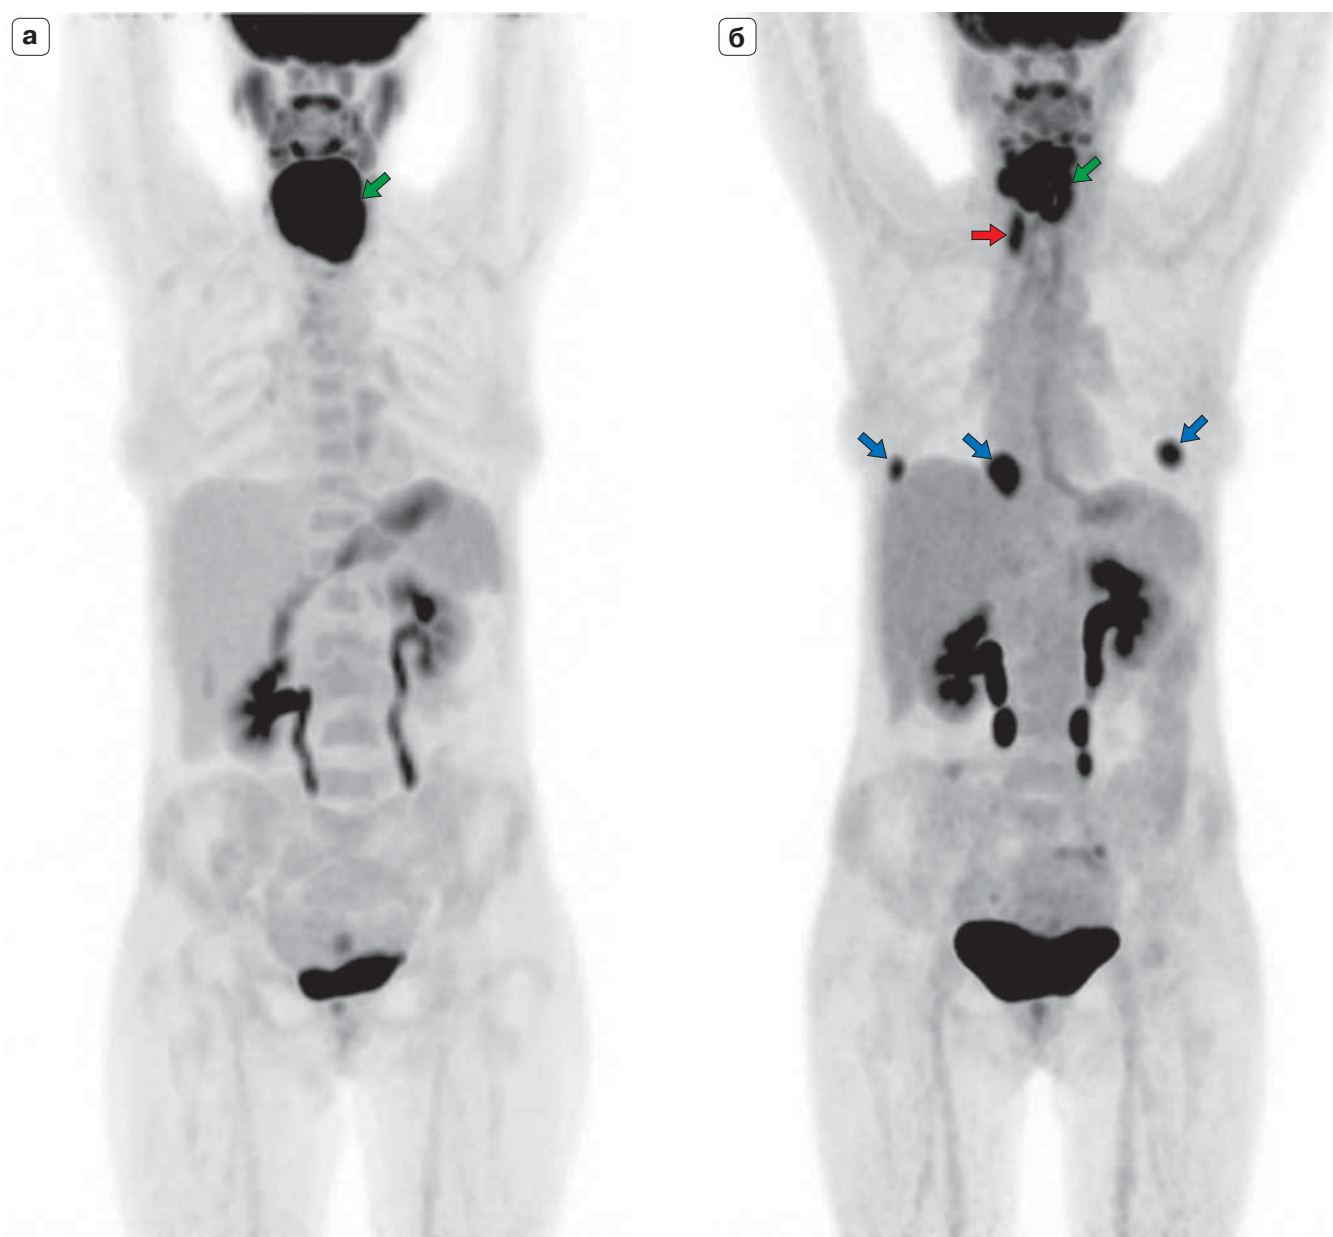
ПЭТ/КТ с ^{18}F -ФДГ во фронтальной реконструкции. Рак гортани. Состояние после химиолучевой терапии. МIP: а – до лечения, б – через 3 мес после химиолучевой терапии: уменьшение в размерах и метаболической активности первичной опухоли (зеленая стрелка), появление «новых» опухолевых очагов в надключичной области справа (красная стрелка) и в легких (синие стрелки).
